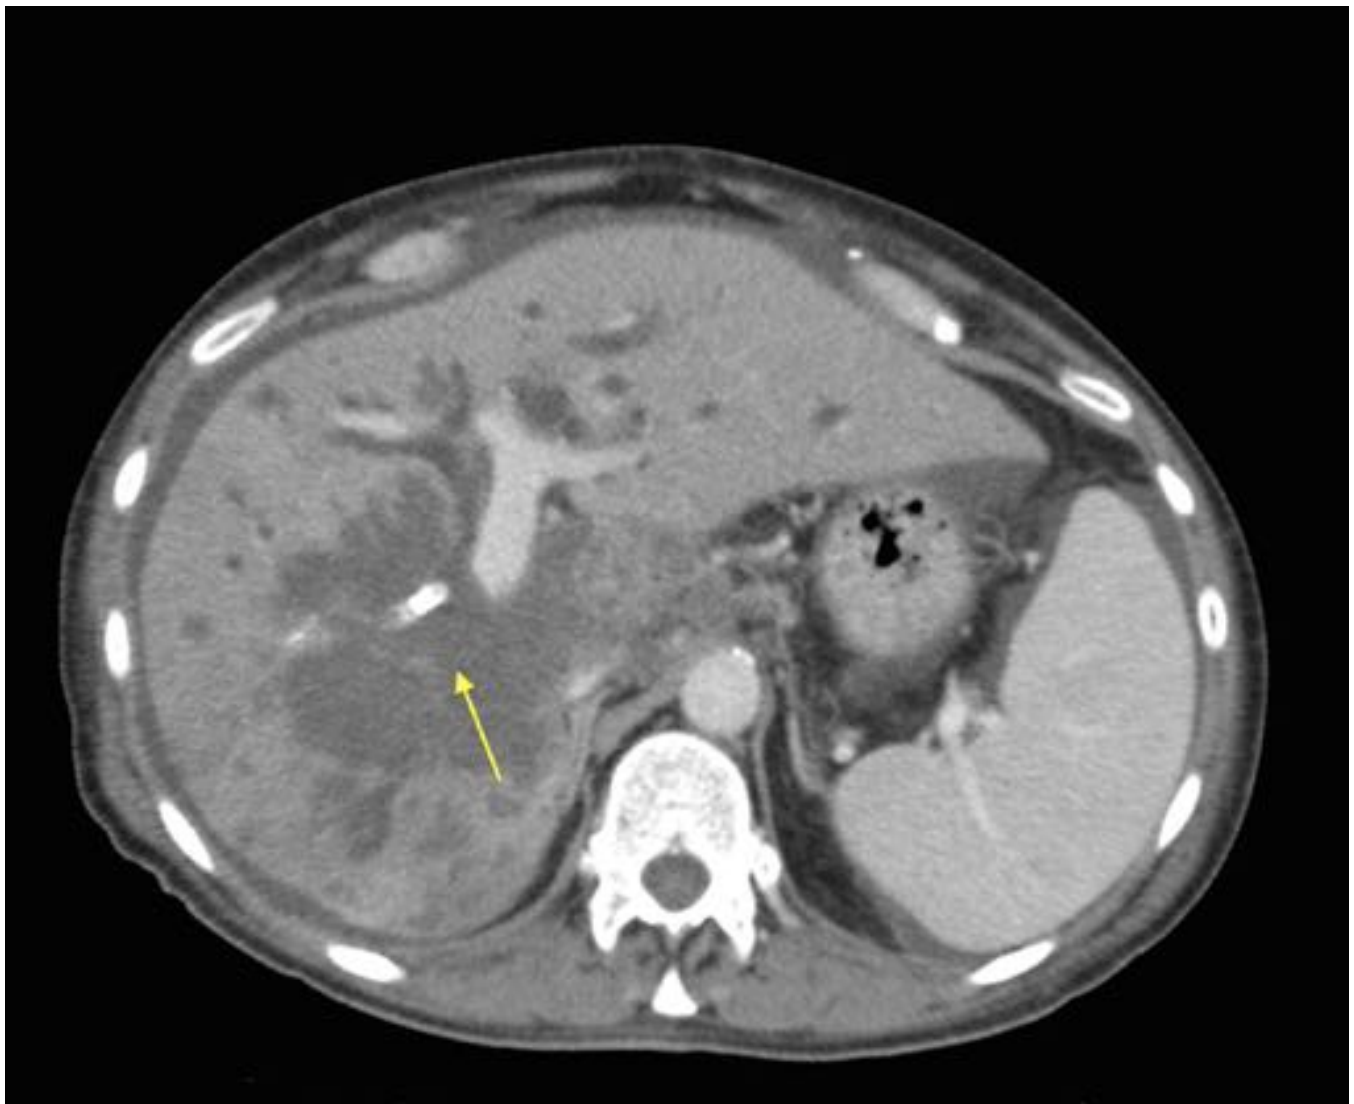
Mujer de 75 años. Paciente con colestasis disociada y elevación de Ca 19.9 TC abdomino pélvico con contraste EV. Dilatación de la vía biliar intrahepática sobre todo en lóbulo izquierdo con alteración de la densidad del parenquima hepático adyacente. La dilatación de la vía biliar llegaba hasta la confluencia hepática. Tumor de Klatskin.
